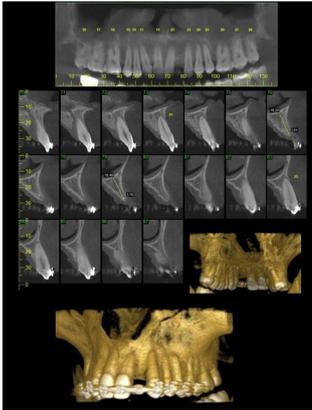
Tomografia computadorizada feixe cônico reconstrução 3D da maxila utilizada para diagnosticar a etiologia. Fonte: autoria própria.
